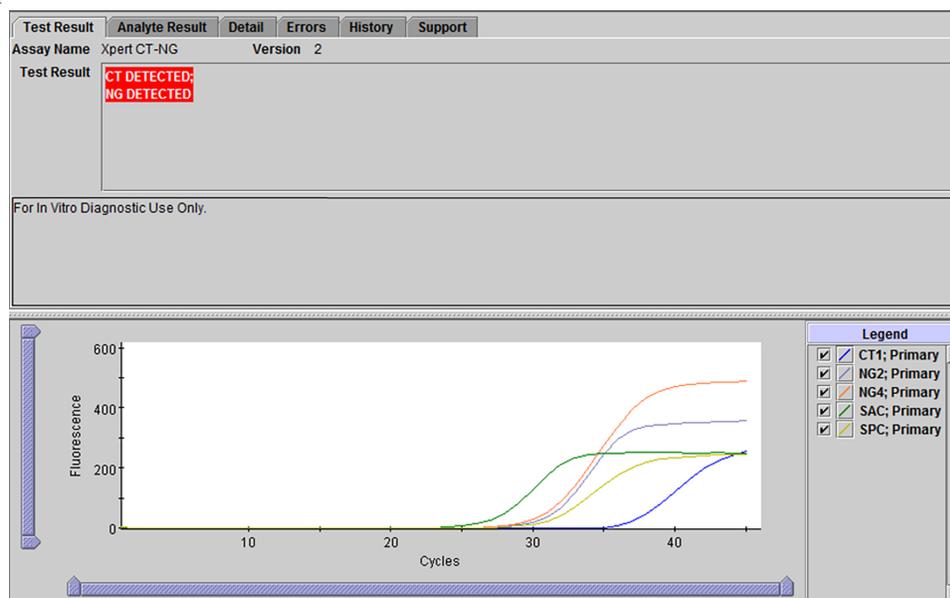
Xpert CT_NG - CT detetado e NG detetado
